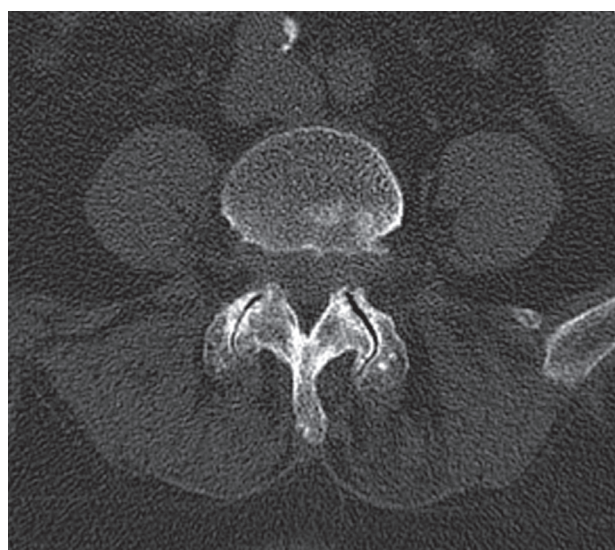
МСКТ. Аксиальная проекция. Спондилоартроз L4–L5
